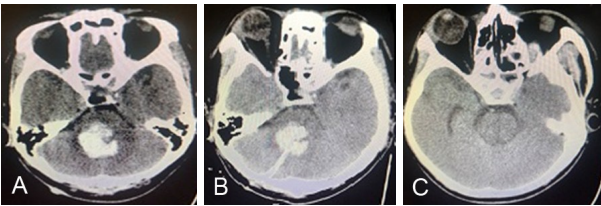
高血压性脑干出血并破入第四脑室穿刺引流术前后头部 CT 影像表现
